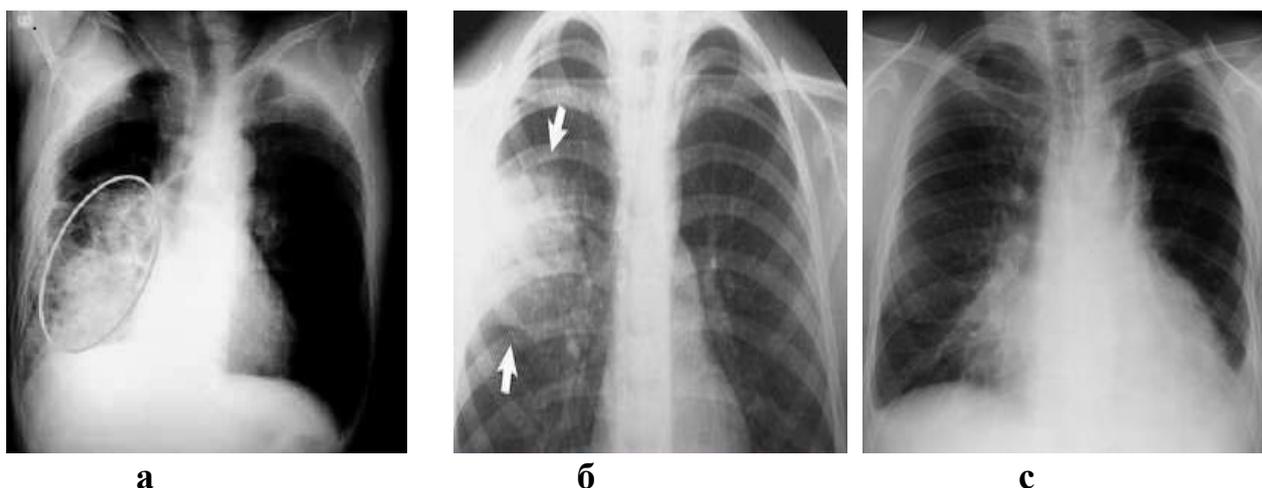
Рентгенограмма легких у детей с различным уровнем локализации патологического процесса.
